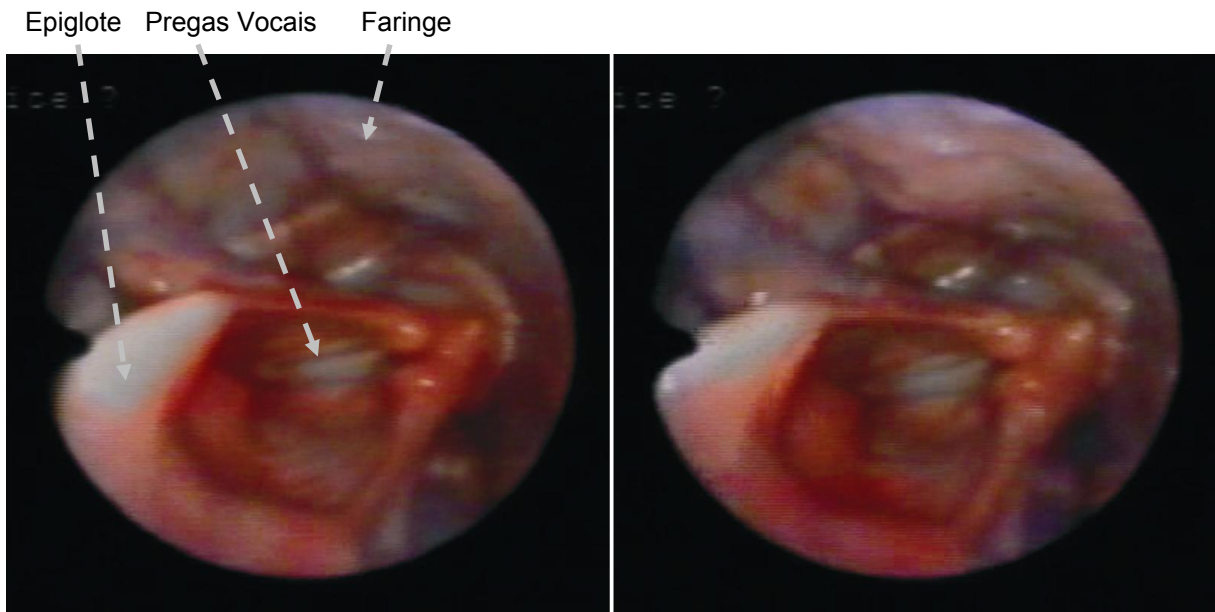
Imagens representativas dos ajustes laríngicos para o movimento melódico do trecho 01 (sujeito CT3). A primeira imagem mostra a ausência de constrictões faríngeas em um ponto no meio do movimento melódico do trecho 01. A segunda imagem mostra constrictão faríngea inferior em menor grau durante a nota Ré₅ (587 Hz) na parte final do movimento melódico do trecho 01.
